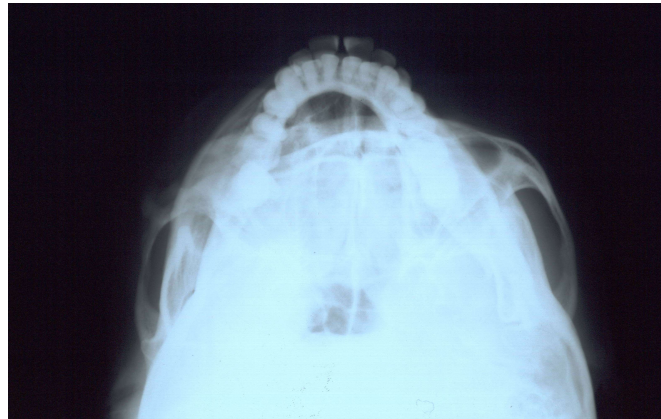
After 5 months, Follow-up X-ray
